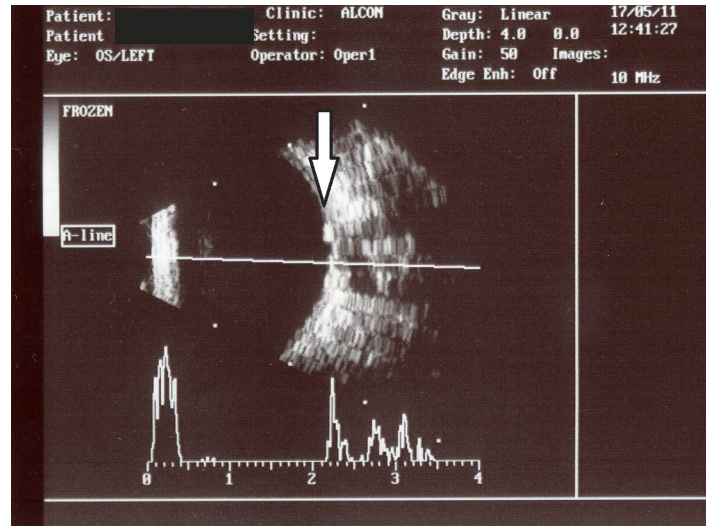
Ecografia de melanocitoma do nervo óptico
